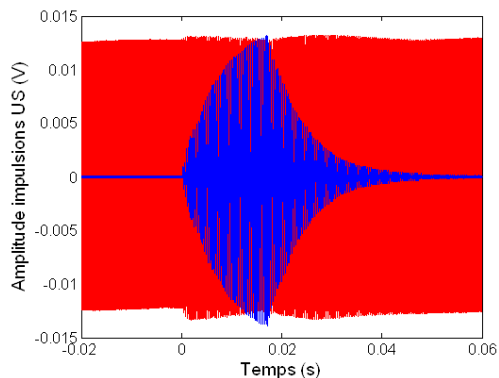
Onde basse-fréquence (en bleu) et impulsions ultrasonores (en rouge) reçues lors d’une acquisition (BR14[®], 1/100).
